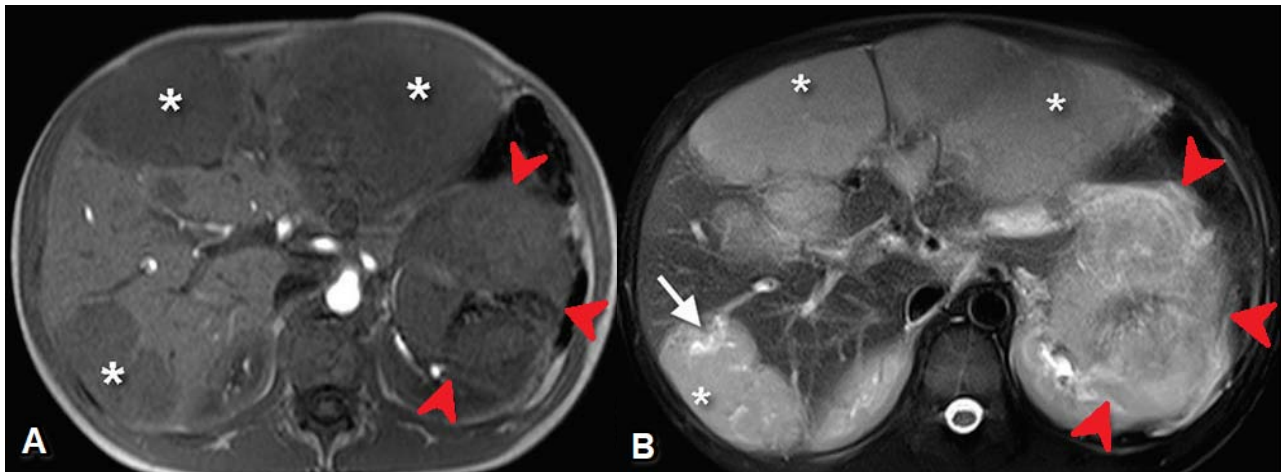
Plusieurs métastases hépatiques d'un carcinome à cellules rénales du rein gauche (flèches rouges) [83]. L'IRM montre :
